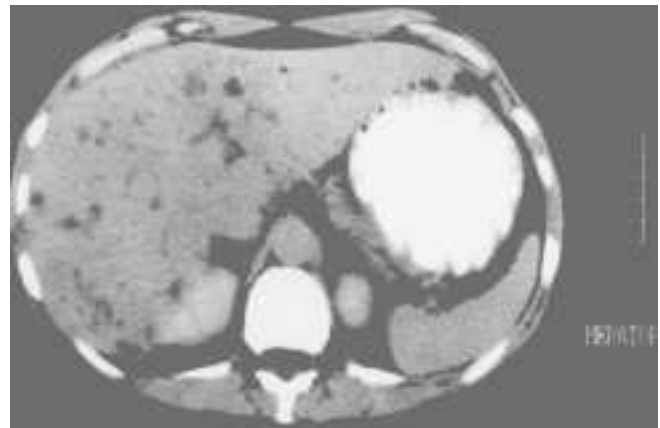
Tomografía computada abdominal, donde se observa la presencia de lesiones hepáticas, múltiples e hipodensas de aspecto quístico, diseminadas en todo el órgano aunque de predominio en el lóbulo derecho.
